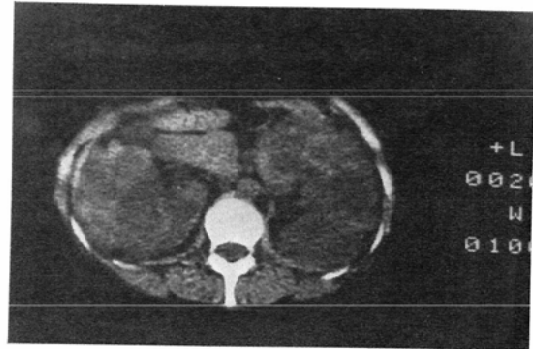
Case G. Polycystic kidney under the hemodialysis. I.Y. a 40-year-old woman with a mass in the left flank. CT image. Enlarged lobulated kidneys of markedly low attenuation are seen. The patient has been under the hemodialysis for 3 years.
